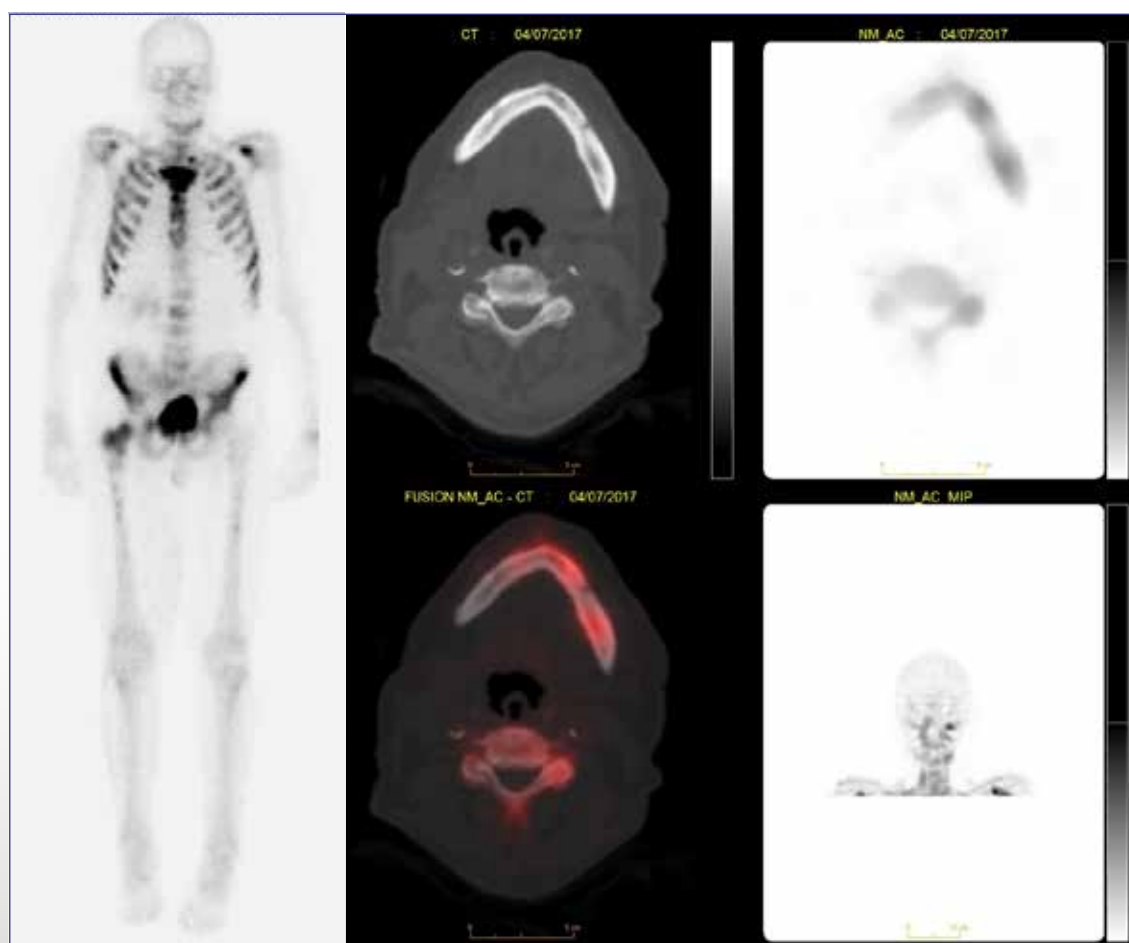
BS including SPECT/CT of the mandibular region April 2017: irregular increased uptake in the mandibulae (on the left more clearly than on the right side) and in the rest of the skeleton clear progression of osteoblastic metastatic spread.
